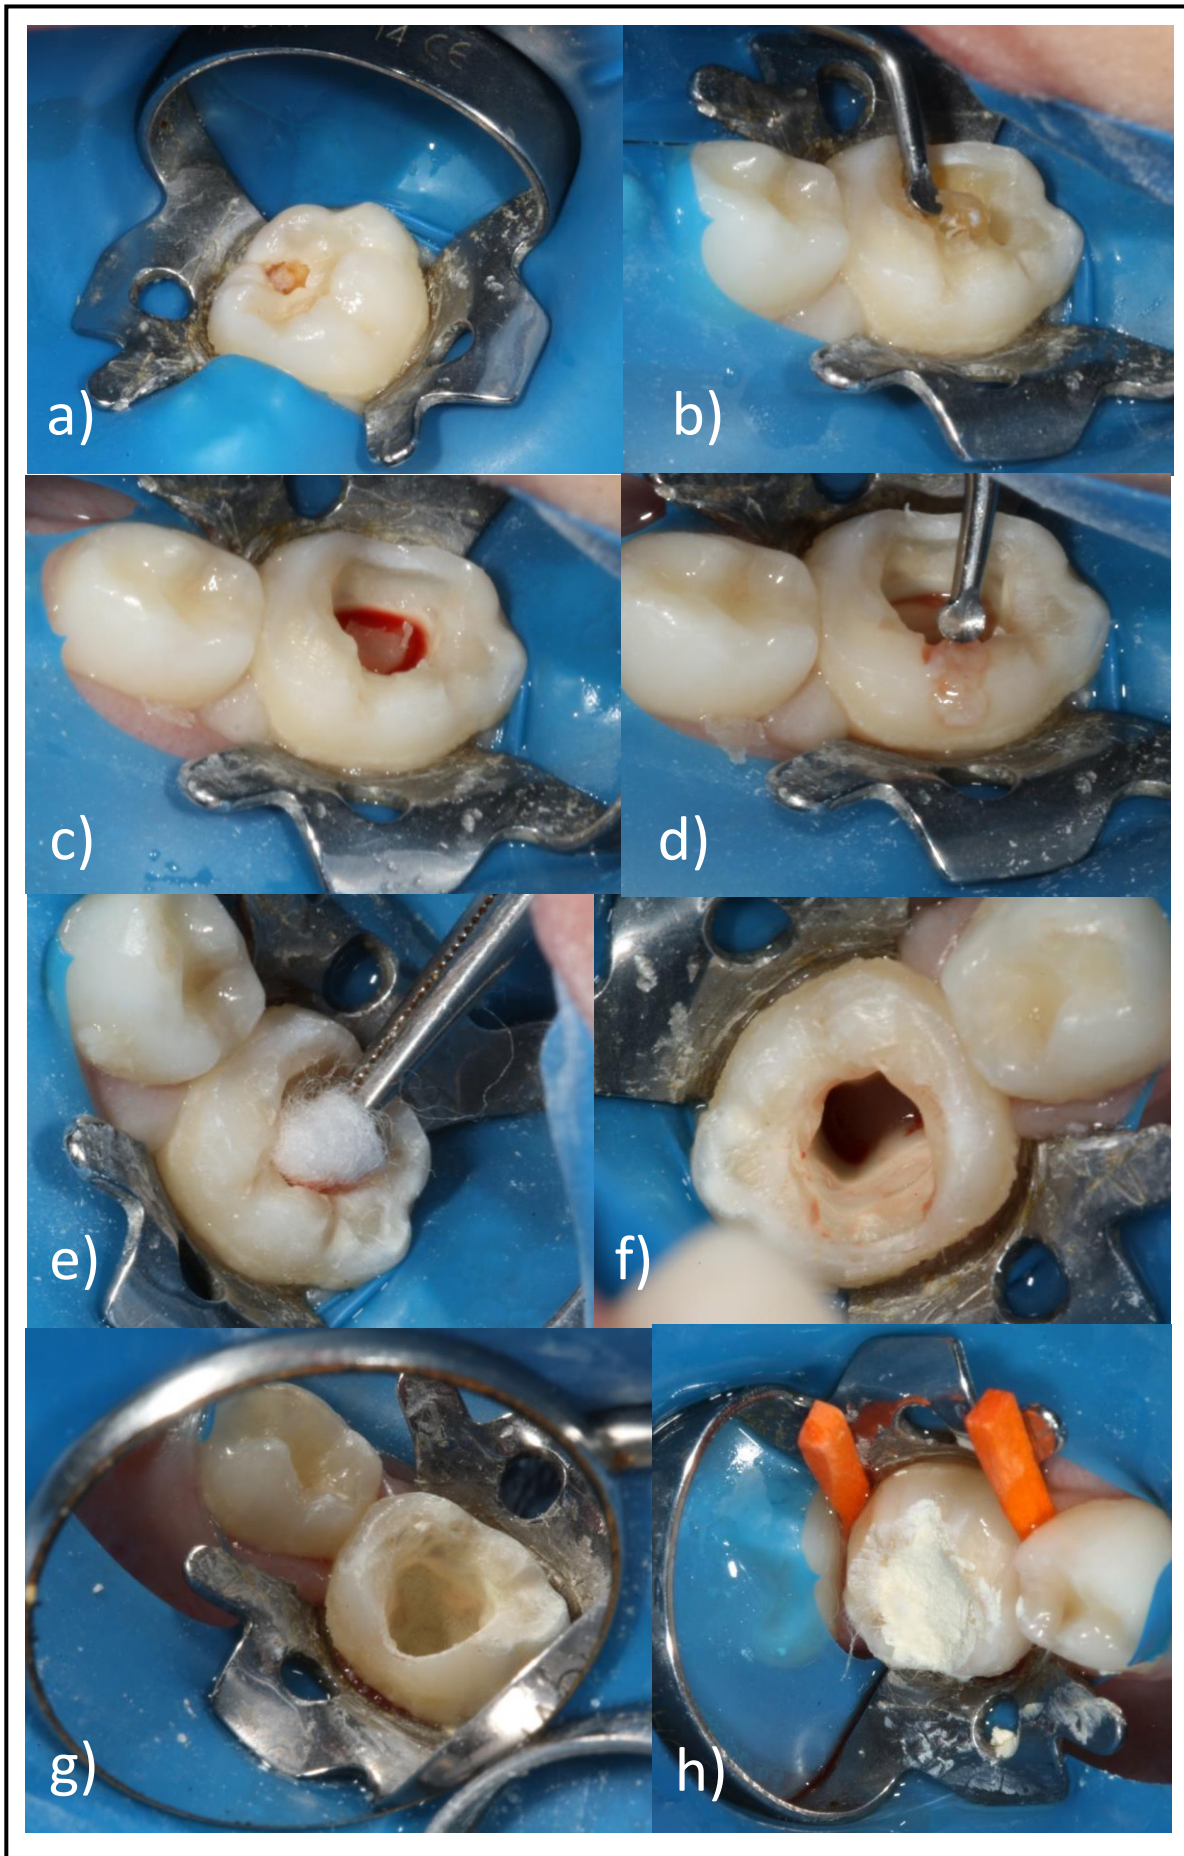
a) Aislamiento de forma absoluta con dique de goma. b) Eliminación de caries con cucharilla excavadora. c) Acceso a pulpa cameral. d) Eliminación pulpa cameral. e) Control de la hemorragia con bolita de algodón seca y estéril. f) y g) Colocación de MTA en la cavidad cameral. h) Obturación de la cavidad con IRM<sup>®</sup>.
